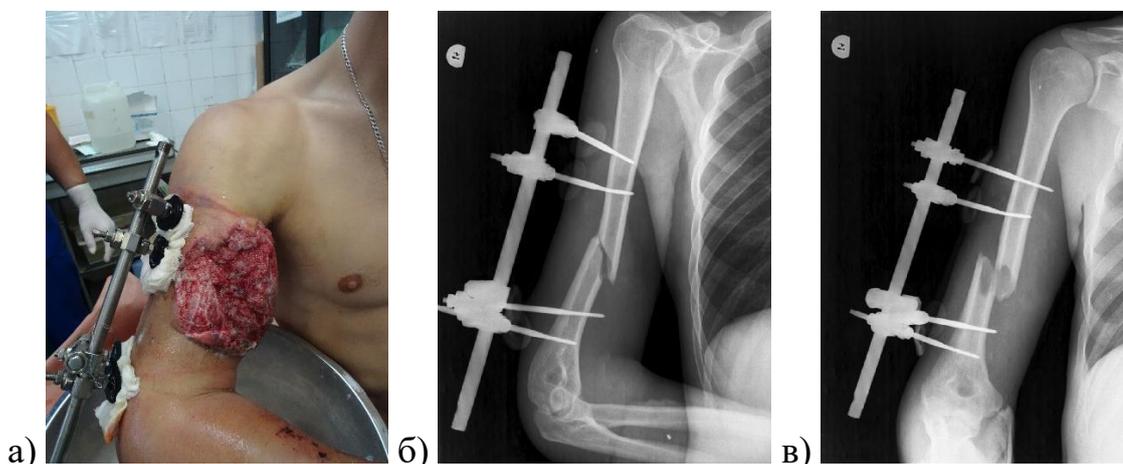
Раненый Б., 31 год: а) внешний вид раны; б, в) рентгенограммы правого плеча при поступлении в клинику
